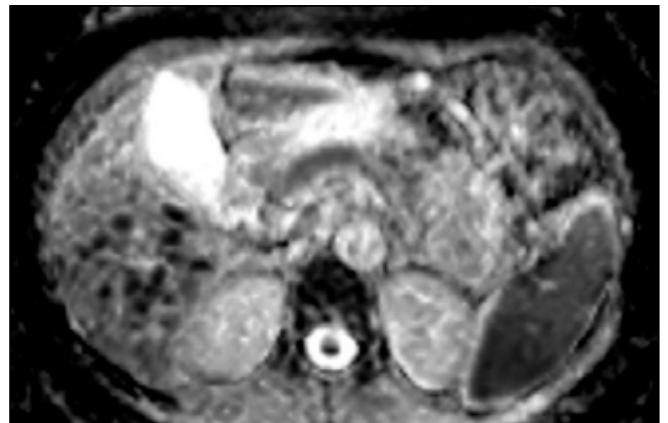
Aksiyel T2A MRG de, karaciğerde multipl hiperintens nodüler lezyonlar görülmekte (Okklar).
